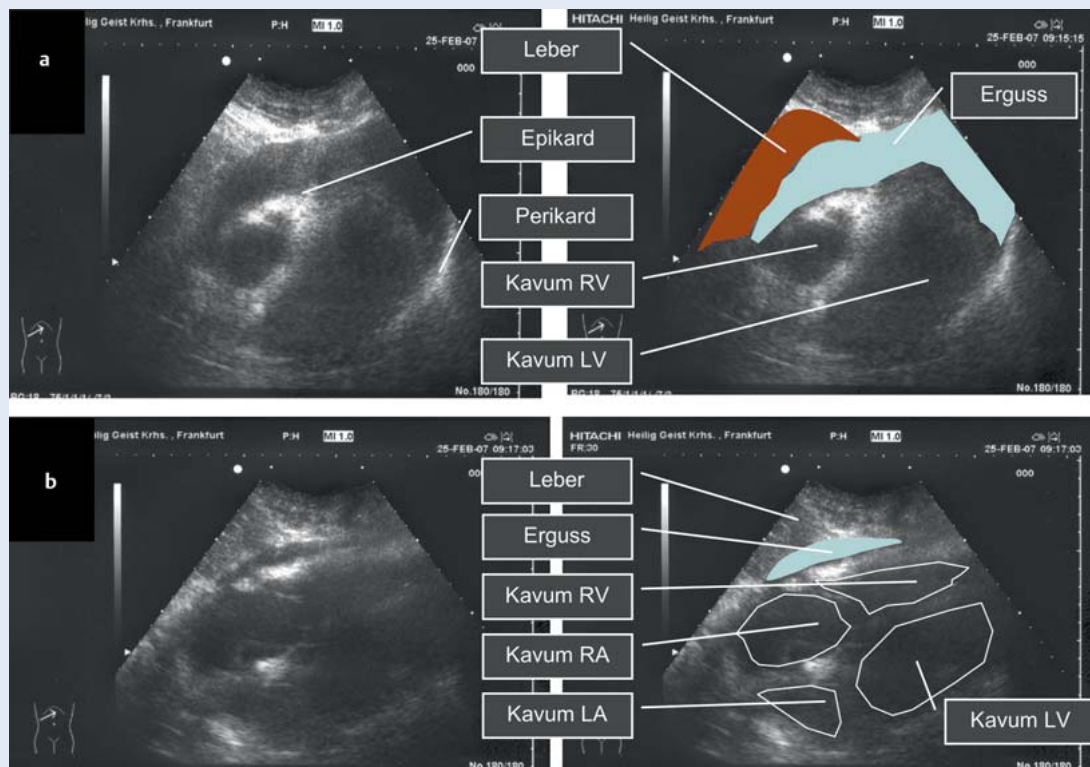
Perikardtamponade bei CPR, subkostaler Vier-Kammer-Blick mit großem zirkulärem Perikarderguss vor und nach sonografisch gesteuerter „Notfall“-Punktion (siehe Fall 1). Dieser Befund wurde mit einem Abdomenschallkopf in einer Notfallsituation nach FEEL als behandelbare Ursache eines Herz-Kreislauf-Stillstandes erst nach 20 Minuten einer regulären CPR bei Asystolie erhoben. Da es sich um eine Darstellung während eines Notfalls handelt, ist im Gegensatz zur Untersuchung im Echokardiografielabor nur ein atypisches sono-anatomisches Bild dargestellt. a Zustand vor der Punktion des Ergusses: ausgeprägter, zirkulärer Perikarderguss mit hämodynamischer Wirkung (= Tamponade). b Zustand nach erfolgter Perikardpunktion mit 600 ml hämorrhagischem Erguss: Es zeigt sich noch ein anteriorer Resterguss (zwischen Leber und rechtem Herz). LA = linker Vorhof, RA = rechter Vorhof, LV = linker Ventrikel, RV = rechter Ventrikel.
